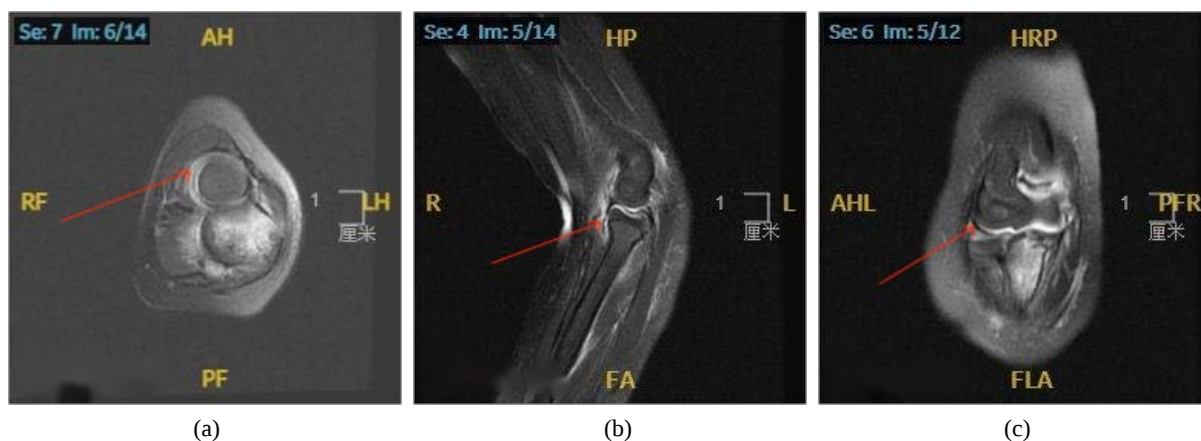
MRI findings of the abnormal annular ligament
